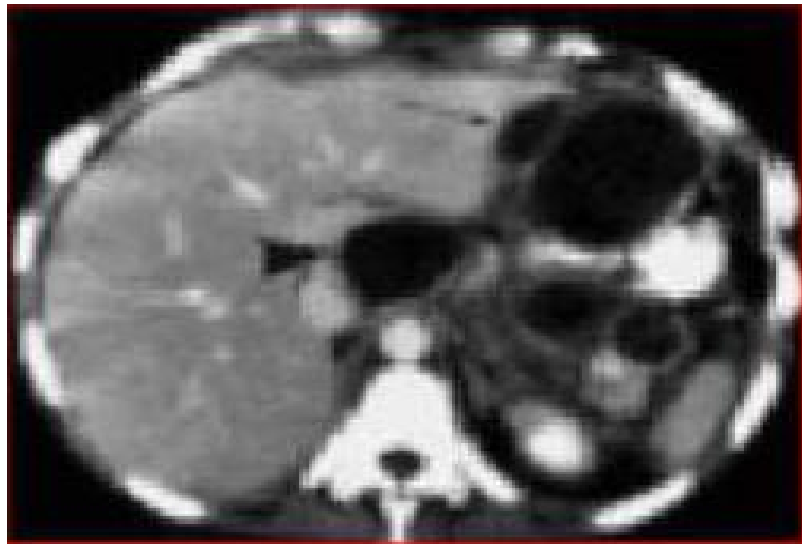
Une patiente ayant un pseudo-kyste pancréatique à développement intra-hépatique. L'examen tomodensitométrique (TDM) montre la présence de trois collections liquidiennes intrapéritonéales. Deux collections intra-hépatiques périphériques sont visibles, l'une dans le segment 1 (tête de flèche) et l'autre dans le lobe gauche (flèche) (111)
